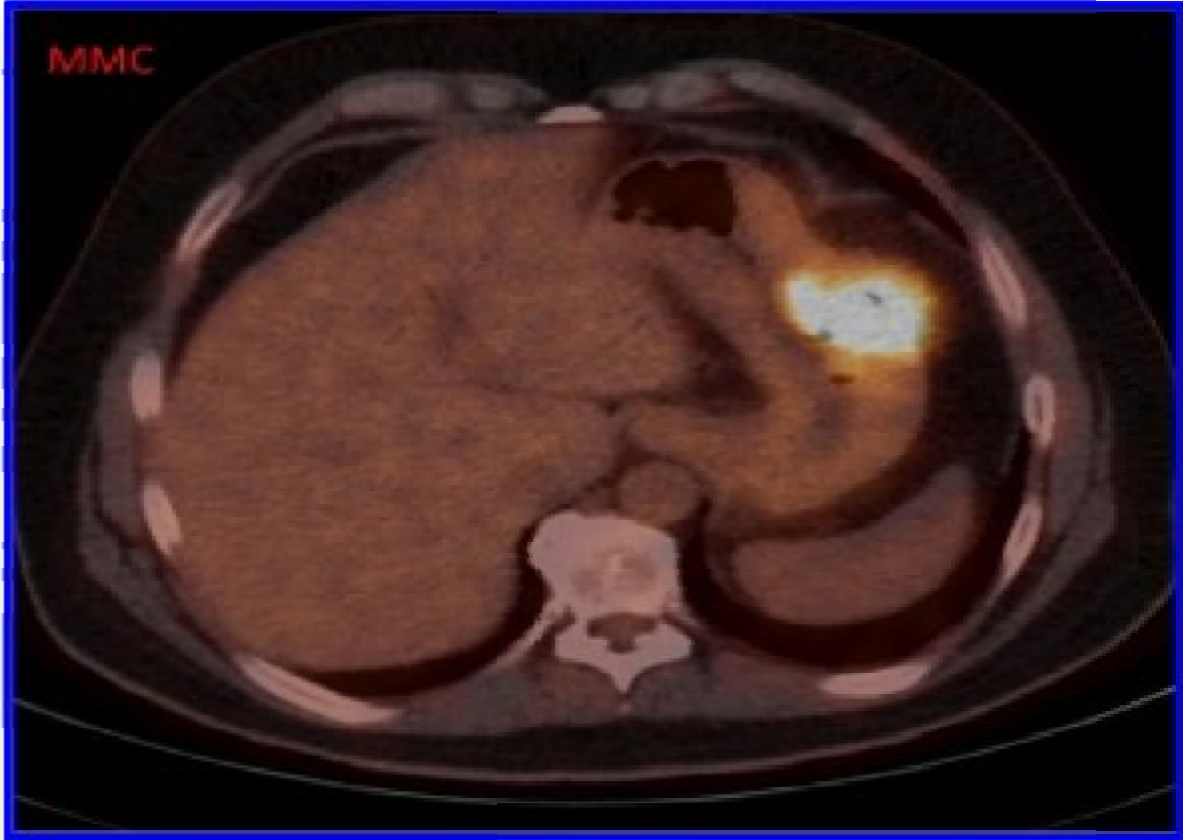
PET-SCANNER (au 18 FDG) :
